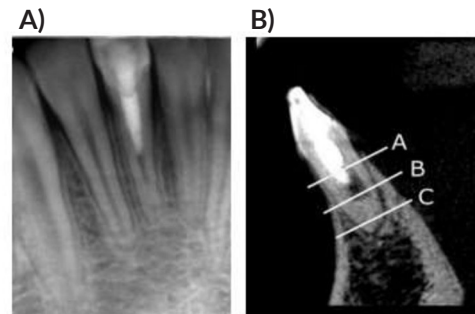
Revascularización en un niño de 12 años en el incisivo central inferior derecho, A) control radiográfico a los 12 meses, donde se observa obliteración apical del conducto. B) Imagen obtenida con CBCT del mismo diente.¹²
